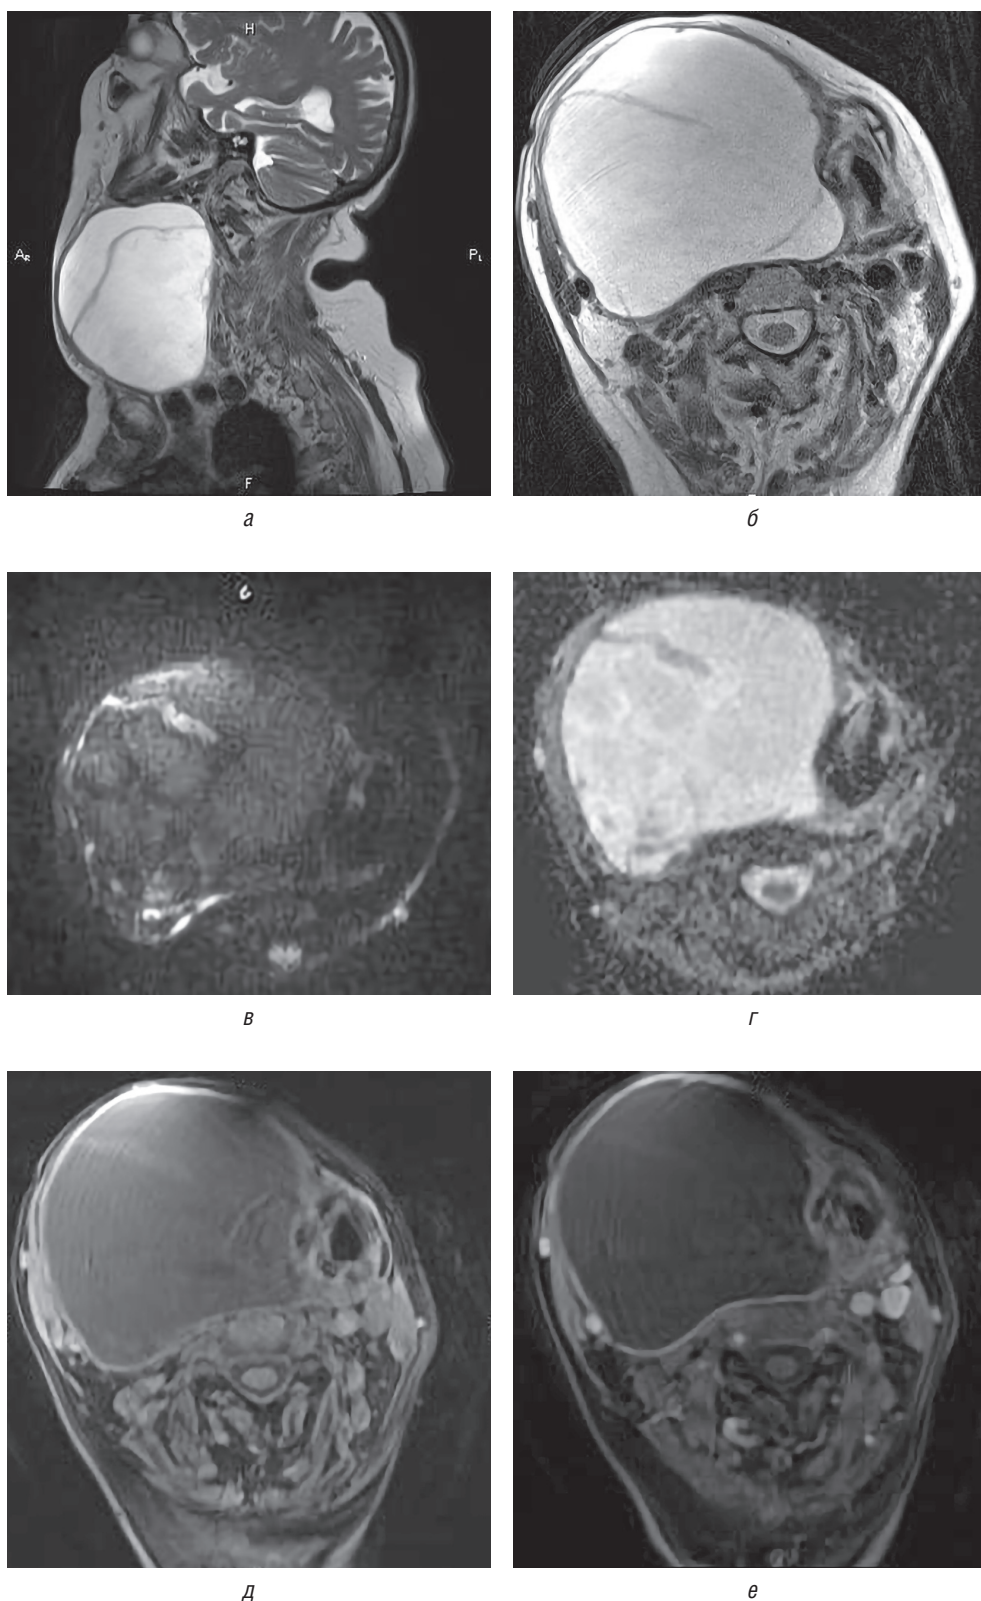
Пациент П., 76 лет. Визуализация инфицированной боковой кисты шеи: *а, б* — МРТ мягких тканей шеи, T2-ВИ в сагиттальной (*а*) и аксиальной (*б*) проекции. Визуализируется кистозное образование неправильной формы по боковой и срединной поверхности шеи справа, с объемным воздействием и смещением прилежащих анатомических структур; *в, г* — МРТ мягких тканей шеи, ИП DWI (*в*) с построением карты ИКД (*г*). Прослеживаются признаки истинной рестрикции диффузии от капсулы и внутренних перегородок кистозного образования; *д, е* — МРТ мягких тканей шеи нативно (*д*) и с внутривенным контрастированием (*е*). Визуализируется кистозное образование, накапливающее контрастный препарат по капсуле после его внутривенного введения
